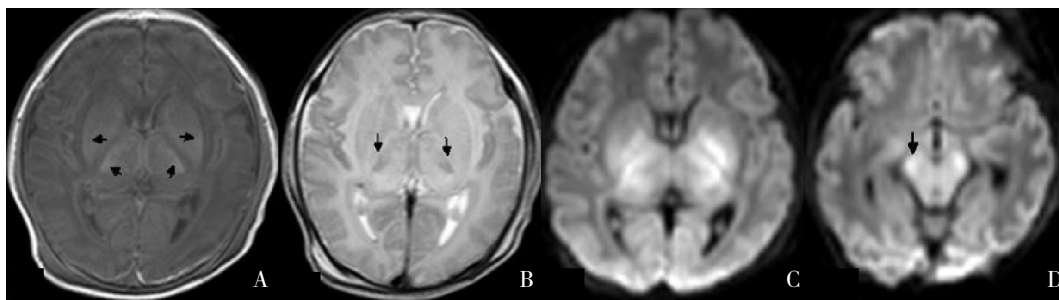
基底节/丘脑、内囊后肢及大脑脚损伤 重度 HIE 患儿生后 8 d 的 MRI 可见 T1WI (A)、T2WI (B) 绝大部分基底节与丘脑受累, 如箭头所示; 内囊后肢正常信号完全消失; DWI (C、D) 丘脑、基底节、大脑脚表现异常高信号, 如箭头所示。
